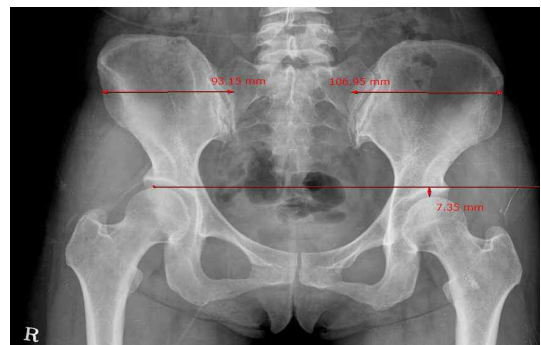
Pelvis X-ray(AP).
